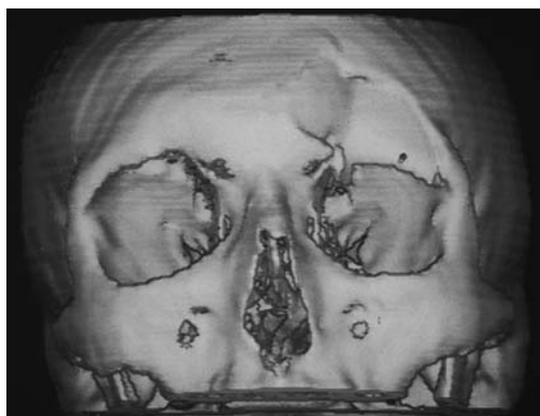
TC: reconstrucción en tres dimensiones. Fractura de la pared anterior del seno frontal izquierdo.
